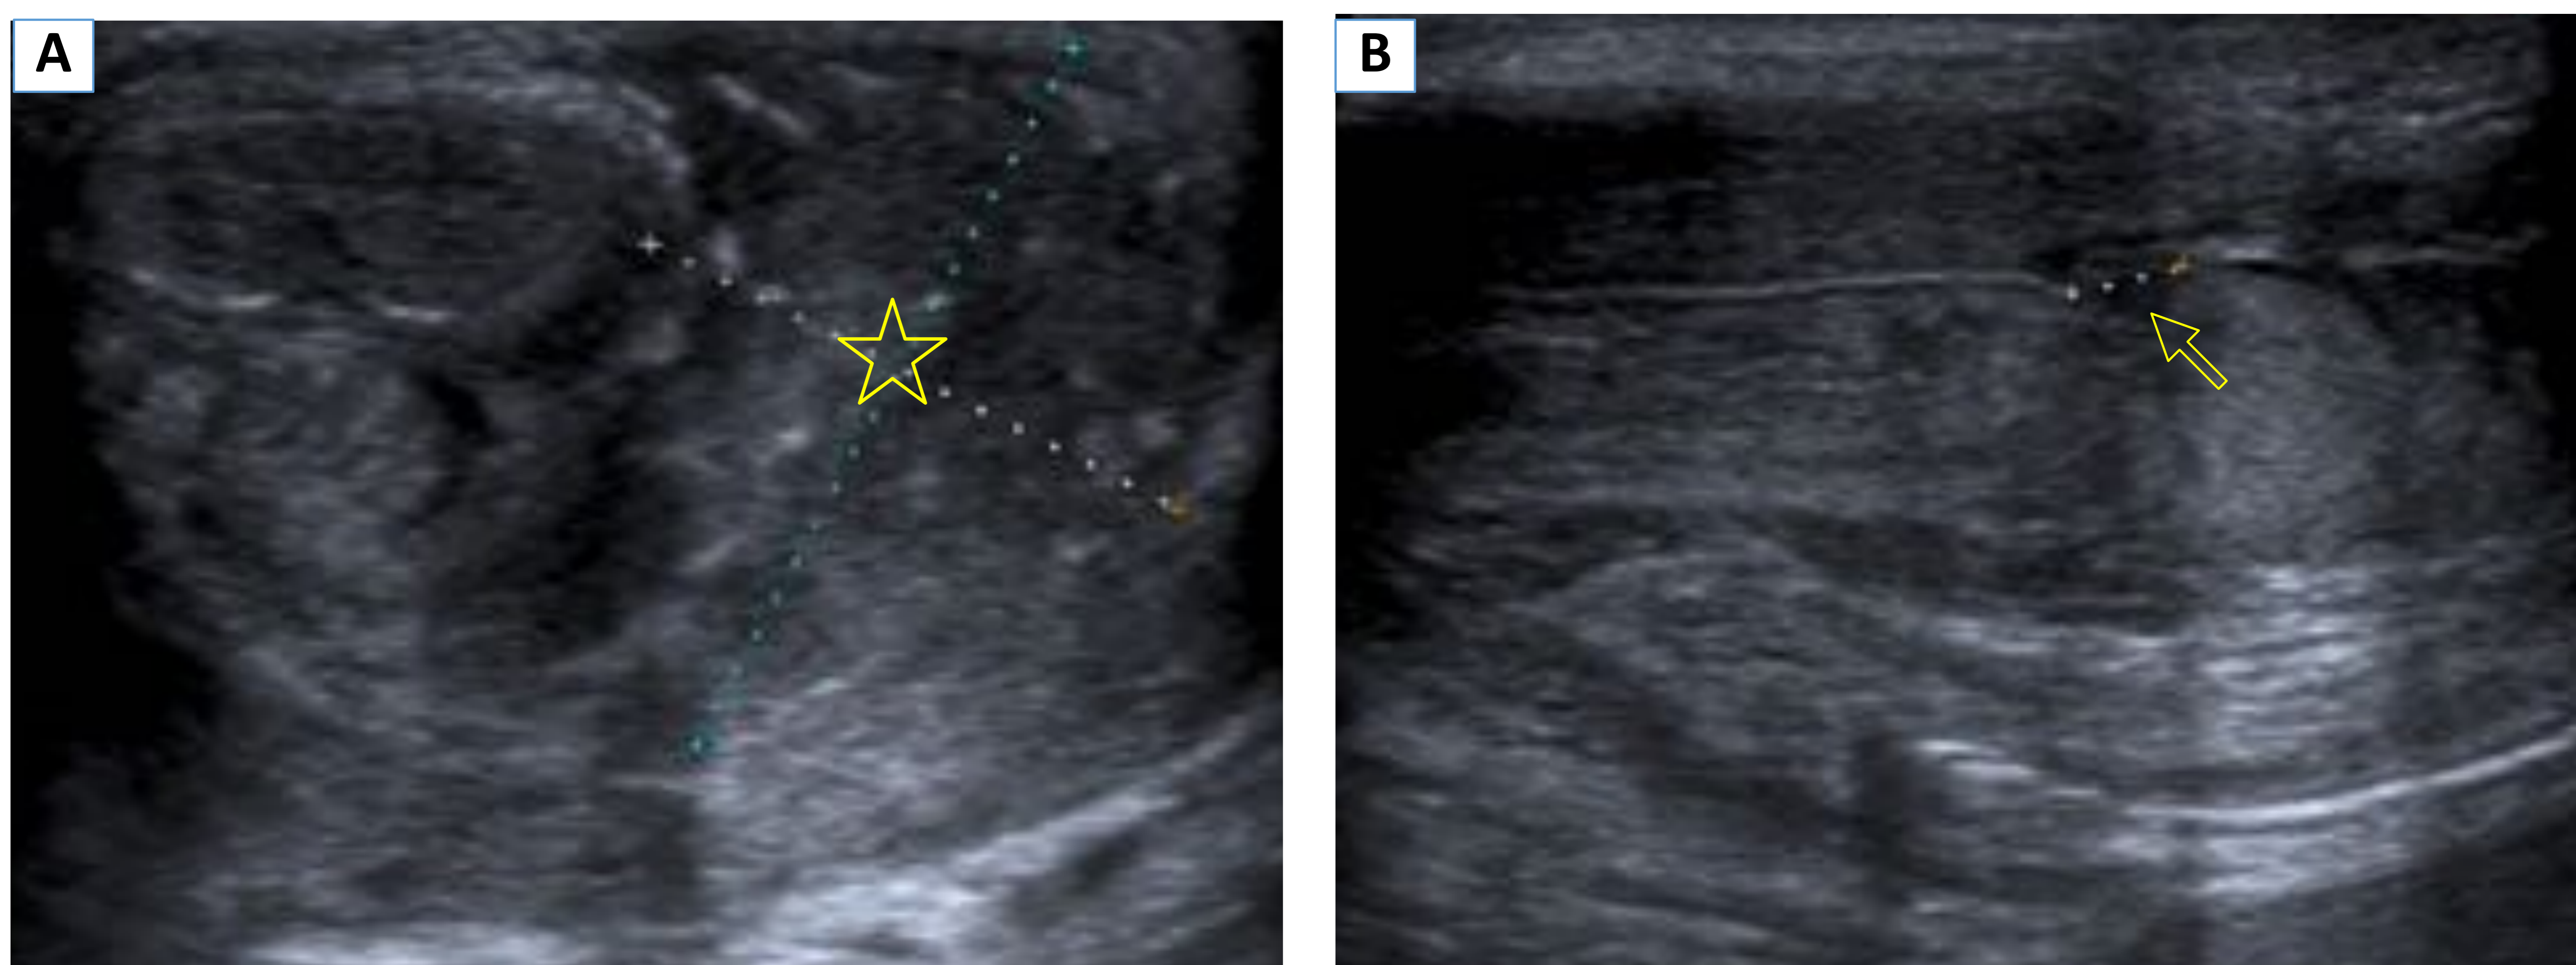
Varón de 26 años que presenta dolor brusco e intenso en el pene con hinchazón del mismo durante la relación sexual con su pareja. Ecografía modo B en plano transversal (A) y longitudinal (B): Se aprecia gran hematoma extraalbugíneo adyacente a los cuerpos eréctiles del pene (☆). En el plano longitudinal se objetiva una solución de continuidad de la túnica albugínea (→) que confirma su rotura.
